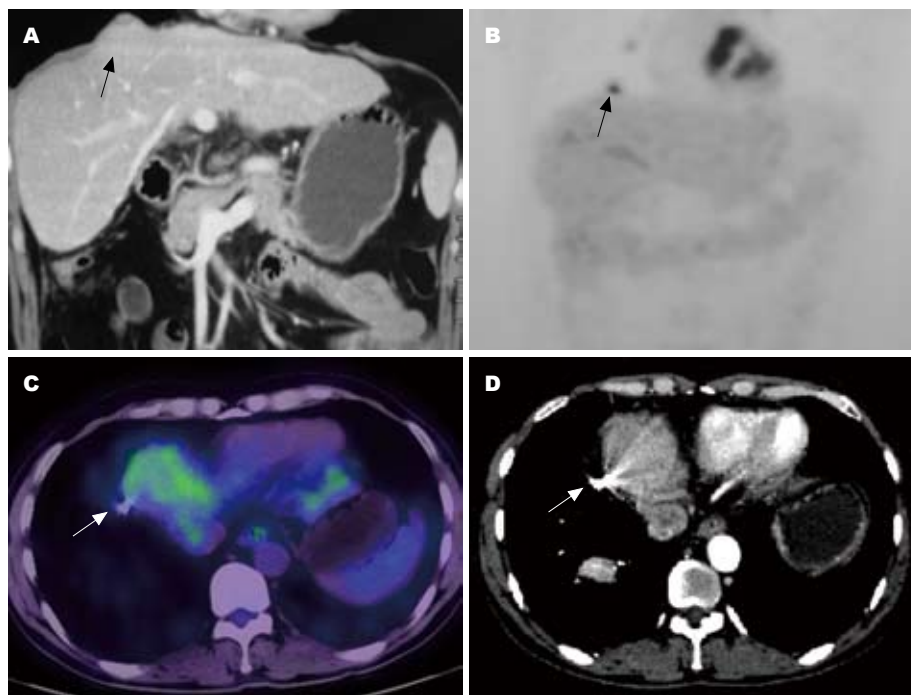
原发性肝癌患者近膈顶转移灶行放射性粒子 ^{125}I 植入术。A: 术前病灶位置; B: 术前PET最大密度投影(MIP)图像示相应病灶显像阳性(高代谢); C: 粒子植入术后2 mo, PET/CT示病灶代谢与肝脏本底接近, 认为病灶灭活; D: CT随访复查病灶未见异常强化或病灶扩大, 证实PET/CT评价结果。
